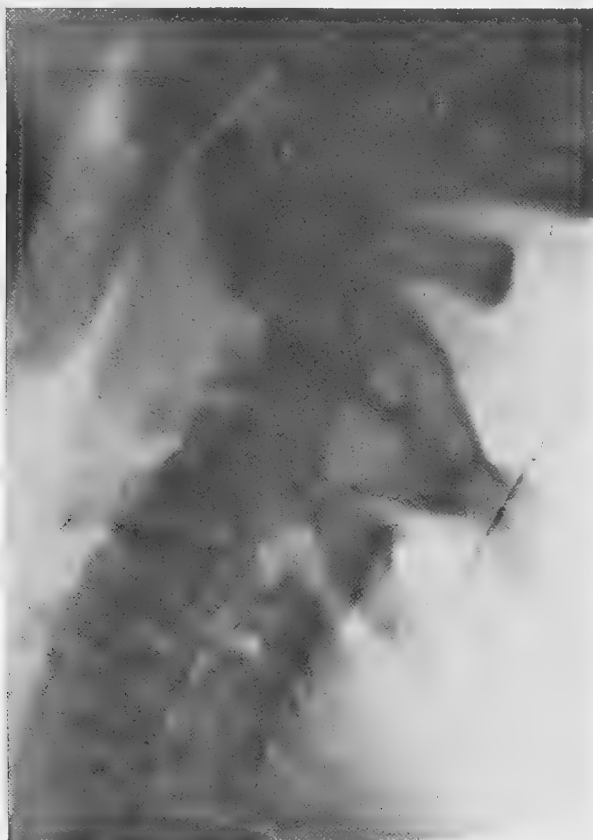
Malade de l'observation I. Radiographie de profil.
